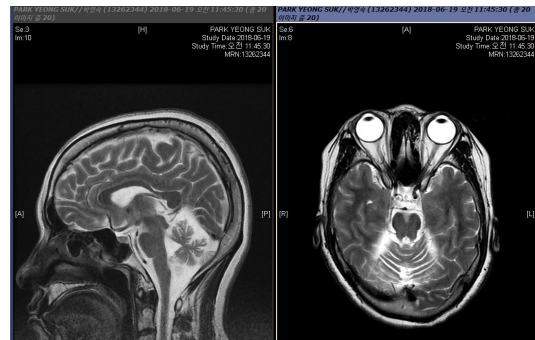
Brain MRI (Sagittal, Axial T2WI) shows cerebellar atrophy.
